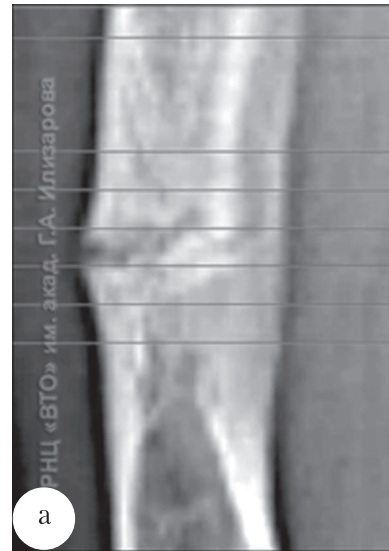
КТ топограмма левого бедра больного С., 17 лет, до лечения: а – обозначены уровни обследования; б – аксиальный срез. Плотность в области лоозеровских зон $316 \pm 82,9$ НУ ($M \pm \sigma$).
